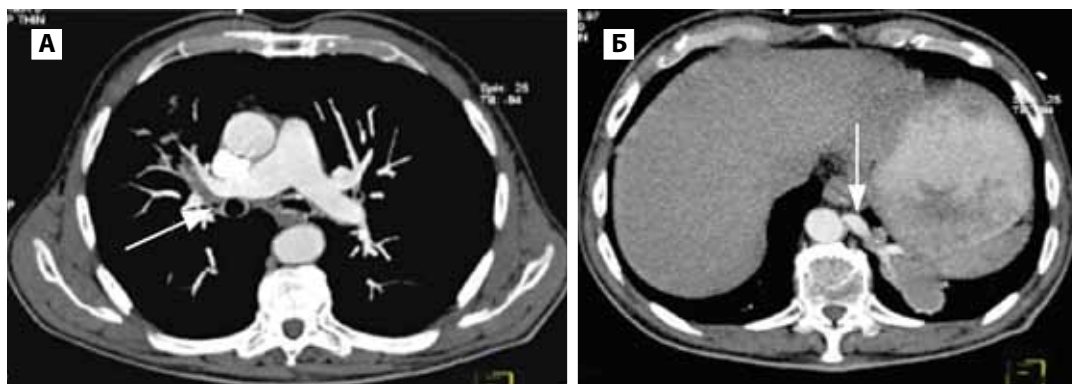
Больной М., 76 лет, МСКТ-ангиография органов грудной клетки. Патологические массы (А), обтурирующие сегментарный бронх Б3 правого легкого (стрелка), интралобарная секвестрация (Б), aberrантный сосуд (стрелка).
